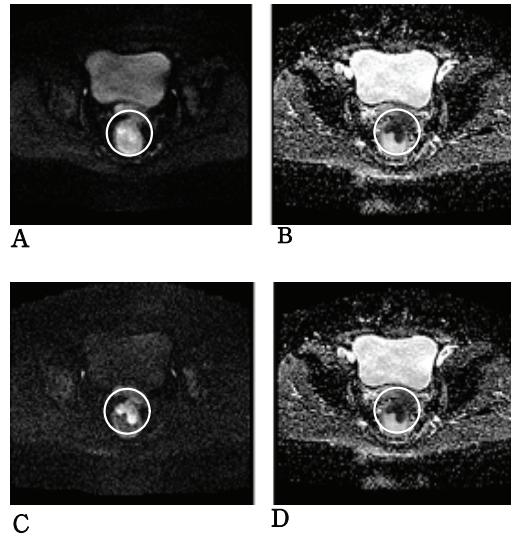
ADC and DWI measurement of the tumors on b-value 500, 1000s/mm². A, B. b-value 500 imaging, C, D. b-value 1000 imaging. On b-value 500, 1000. Normal bladder on b-value 500, 1000 were hypointensely showed in DWI study. The mean ADC of the tumors in b-value 500, 1000 imaging was 0.94×10^{-3} , 0.73×10^{-3} .
